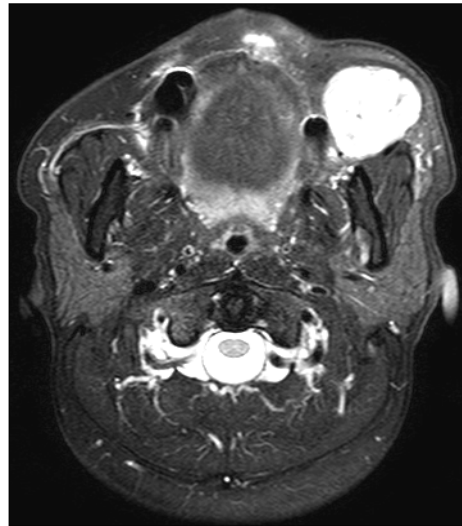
Magnetic resonance imaging (MRI) demonstrated well defined solid mass that are slightly high signal in T2 weighted image.
